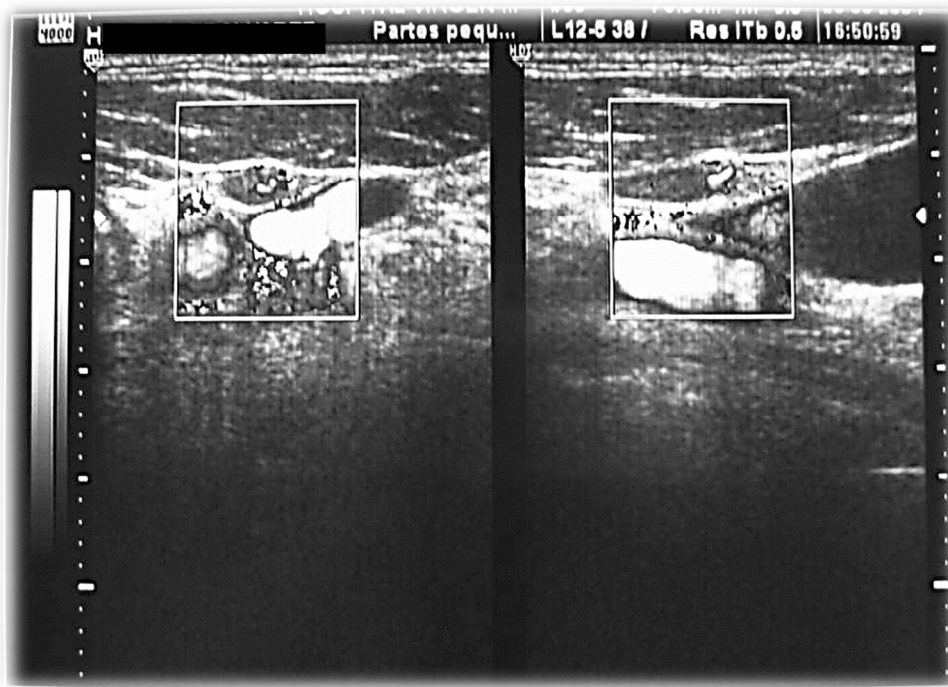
Detalle de una imagen de ecografía donde se visualiza la vascularización de un ganglio sano
